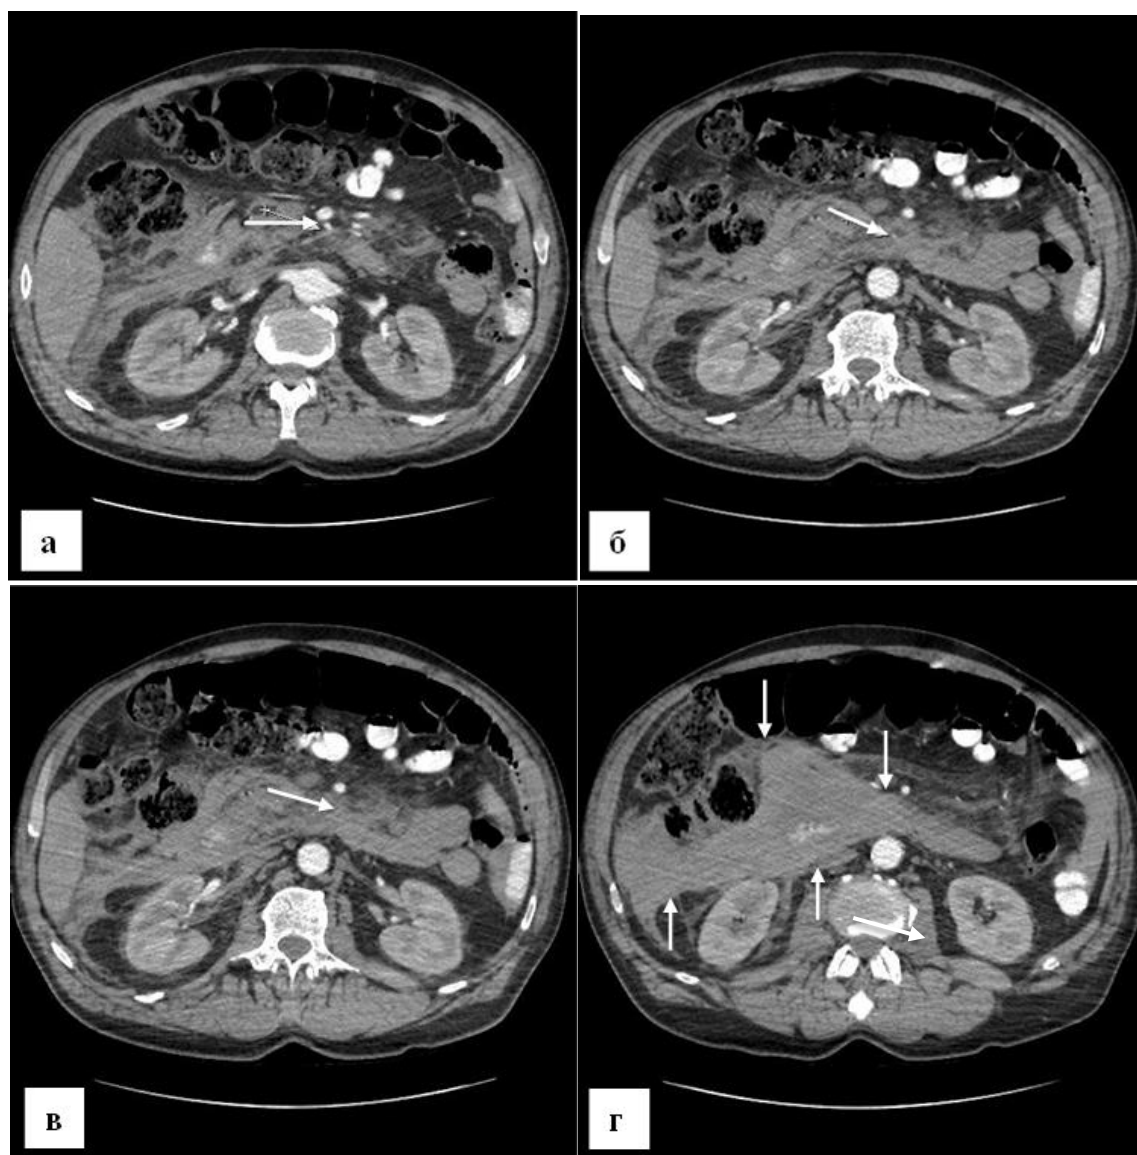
КТ с болюсным усилением больного И., 60 лет (04.09.21):
